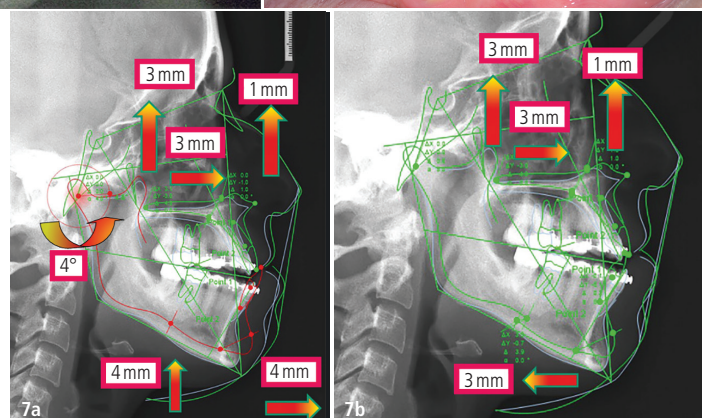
Orthopantomogramm vor der orthodontischen Behandlung. – Abb. 6a und b: Intraorale Aufnahmen nach der Abstimmung der dentoalveolären auf die skelettale Dysgnathie. – Abb. 7a: Reaktion der Mandibula im Sinne einer Autorotation nach kranial und gleichzeitig nach ventral als Folge, war die tatsächliche Position der Mandibula in der Vertikalen und der Sagittalen. – Abb. 7b: Chirurgische Rückverlagerung des Unterkiefers zur Restkorrektur der sagittalen Dysgnathie.
